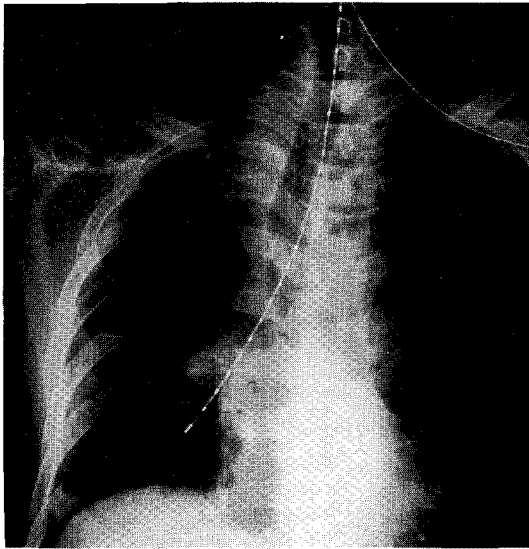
Chest PA shows post- HDR-BT aeration of atelectasis.
